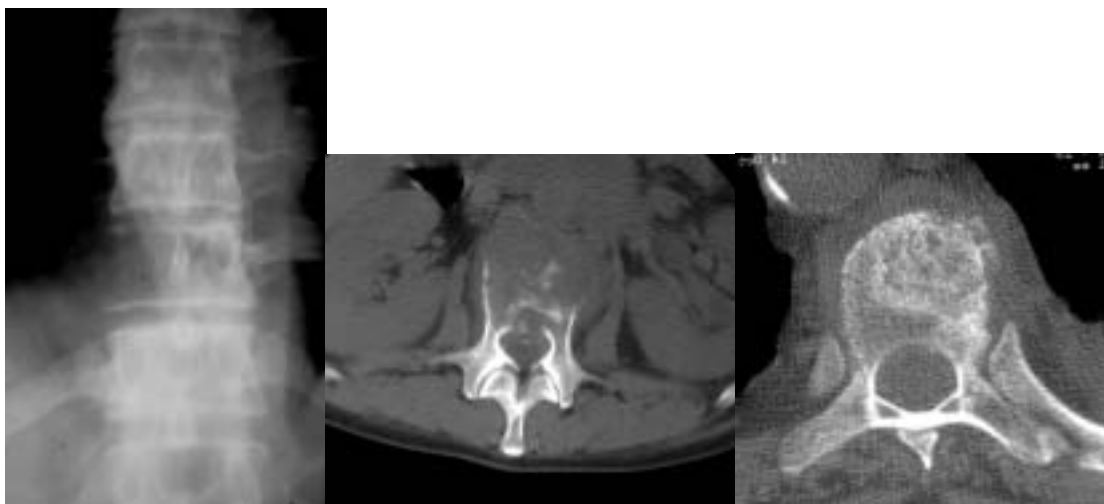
Aspectos típicos de metástasis. A) Lesión lítica en cuerpo, arco (desaparición del pedículo derecho) y partes blandas paravertebrales (ensanchamiento de la línea paraespinal); B) TC con lisis de todo cuerpo vertebral; C) Imagen osteoblástica con invasión de las partes blandas.
